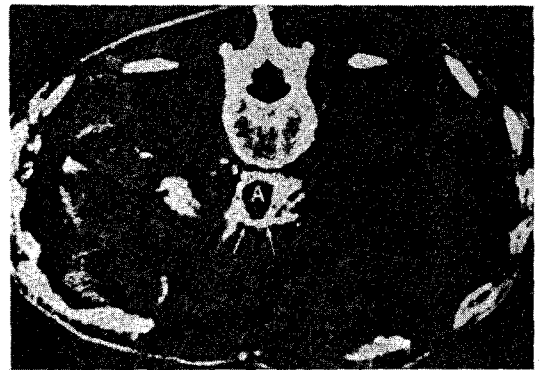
CT view after angiograffin injection.
